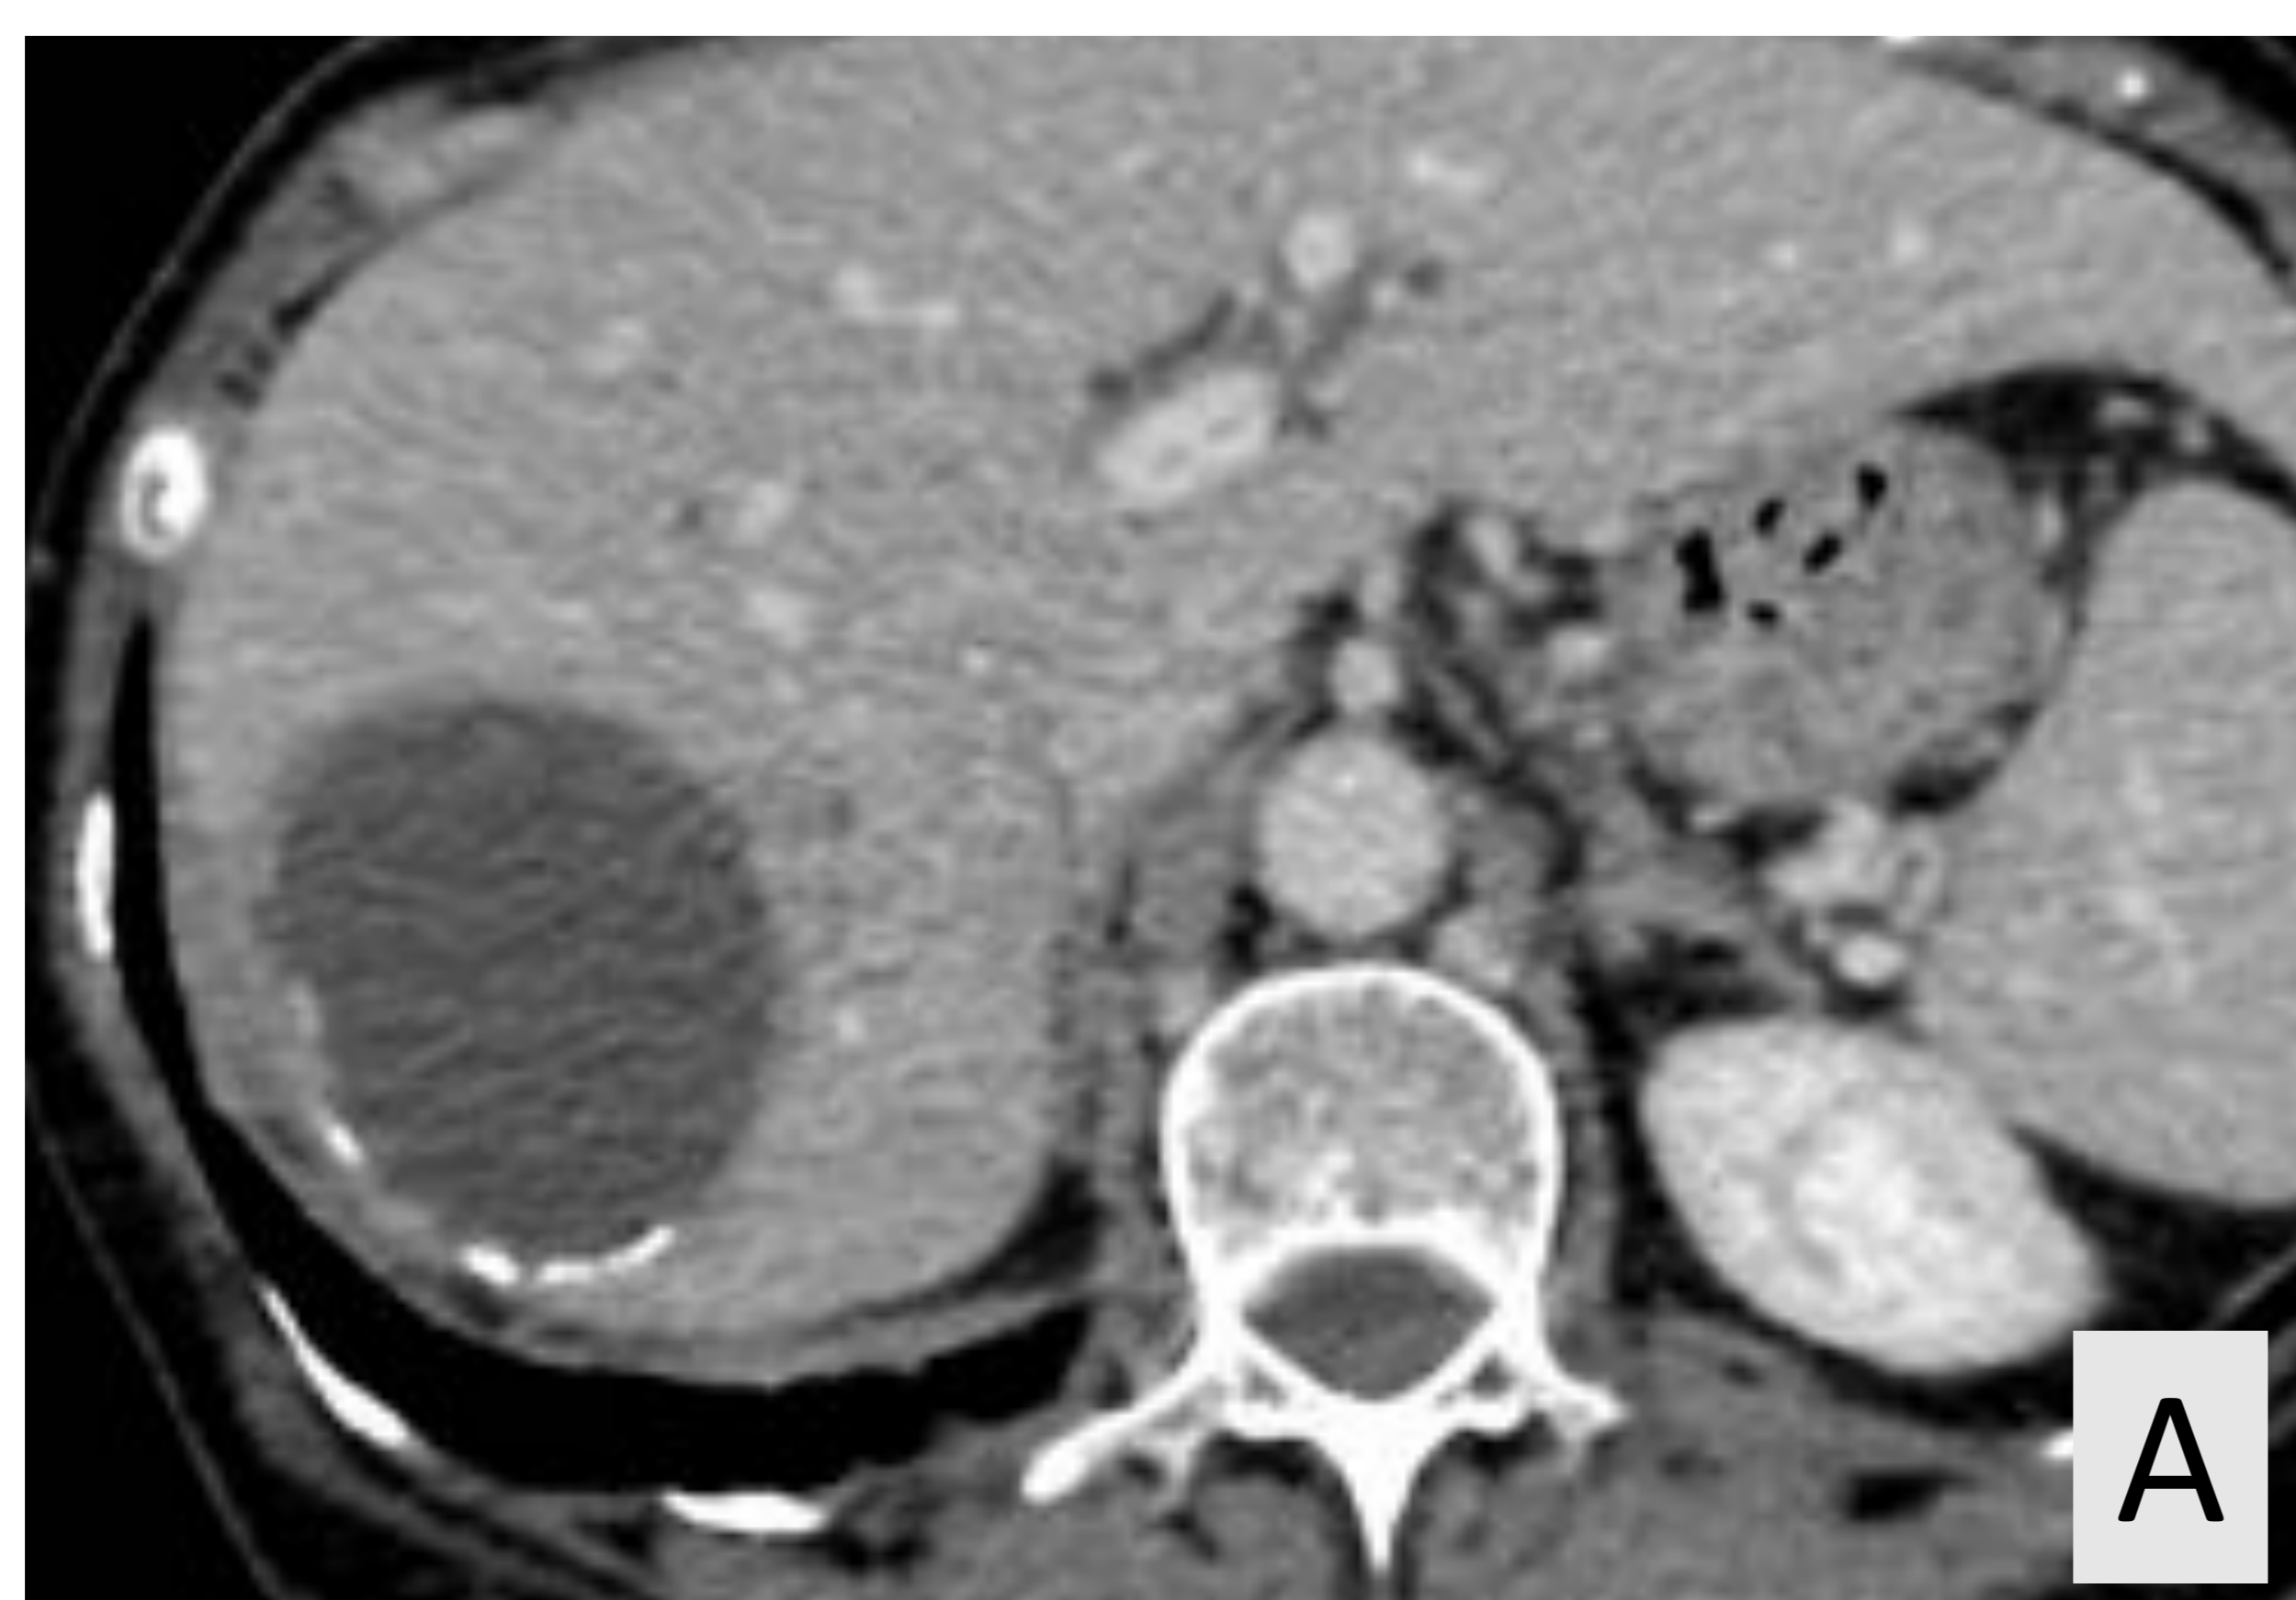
TC (A) y RM de abdomen (B). Lesión quística de bordes bien definidos en LHD con calcificaciones periféricas y membranas en su interior (“water-lily sign”*), compatible con quiste hidatídico.
